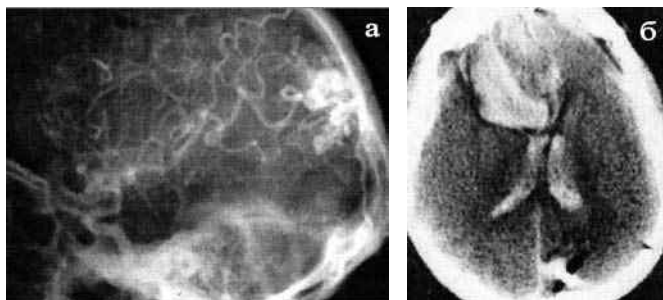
Снимки пациента П-ова: а: Левосторонняя каротидная ангиография до операции: АВМ в теменной доле с множественными источниками кровоснабжения; б: КТ на 3-и сутки после иссечения АВМ — массивное кровоизлияние в правую лобную долю из аневризмы ПМА-ПСА.
